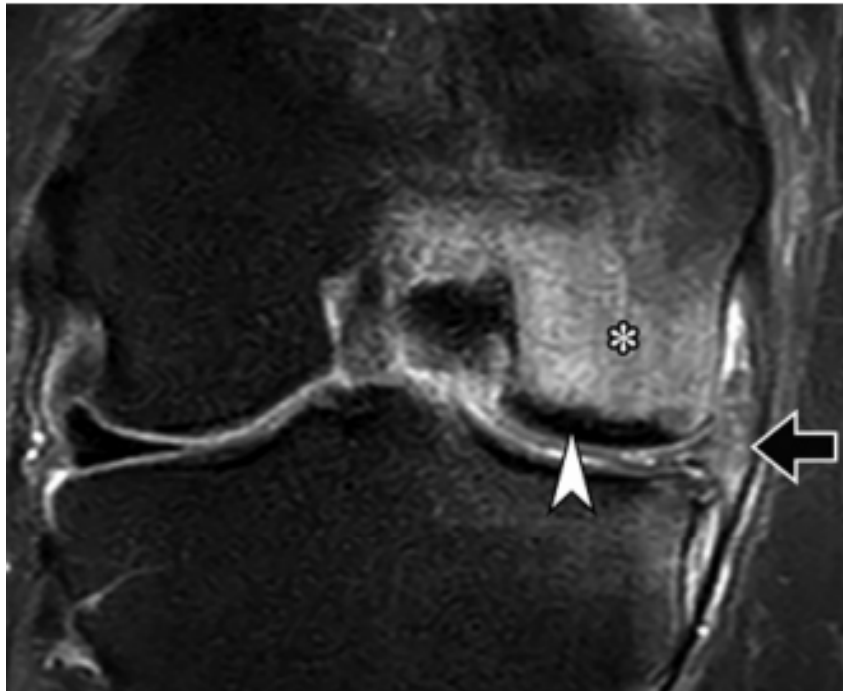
Imagen coronal de RM DP FAT SAT, muestra un extenso patrón de edema de la médula ósea que afecta al cóndilo femoral medial (*), acompañado de un área subcondral de baja intensidad de señal (punta de flecha), localizada inmediatamente debajo de la placa ósea subcondral, sugestiva de FIS. Rotura compleja en el menisco medial con extrusión periférica. Tomada de: *Osteochondral Lesions of the Knee: Differentiating the Most Common Entities at MRI. RadioGraphics 2018; 38:1478–1495.*
